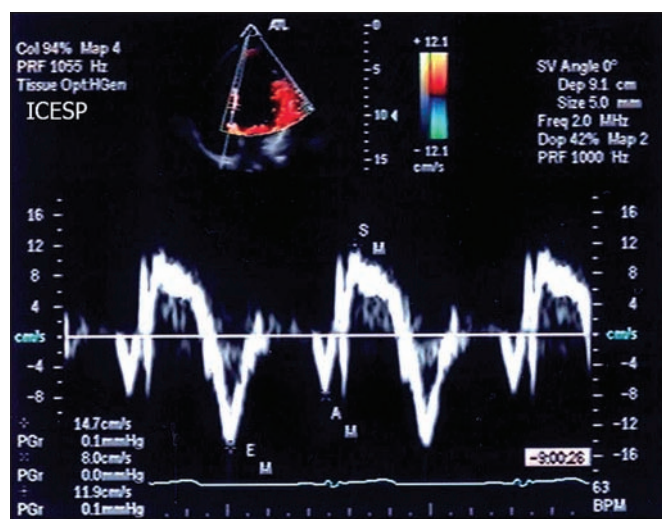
Curvas de Doppler tecidual no nível do anel mitral septal, com medidas das velocidades sistólica (S') e diastólicas (E' e A').
